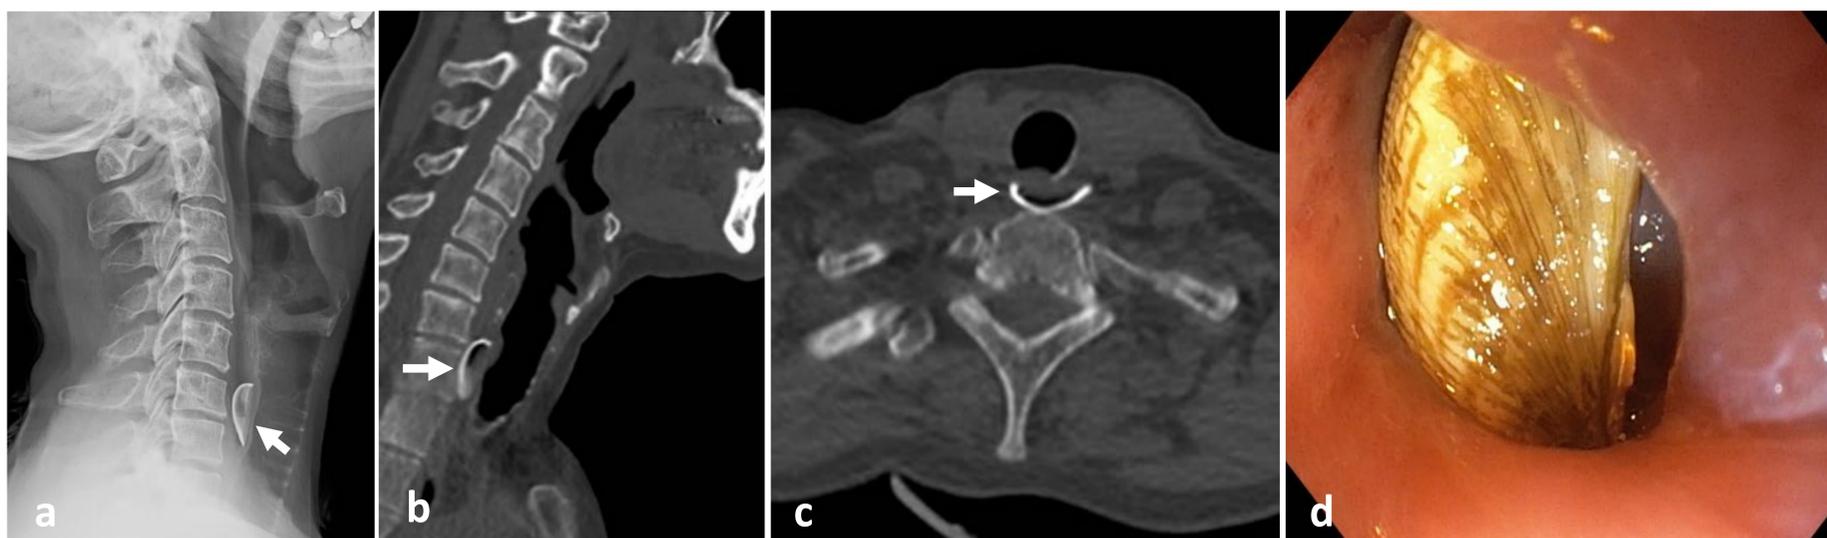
(a) RX de columna cervical lateral. (b, c) TC cervical, ventana de hueso, sagital y axial. Cuerpo extraño esofágico a la altura de los cuerpos vertebrales C6 y C7, en relación con almeja (*flecha*). No se observan signos de perforación. Se desimpactó endoscópicamente. Imagen cedida por la Dra. María Capilla, Servicio de Digestivo del Hospital Clínic Universitari de Valencia.
